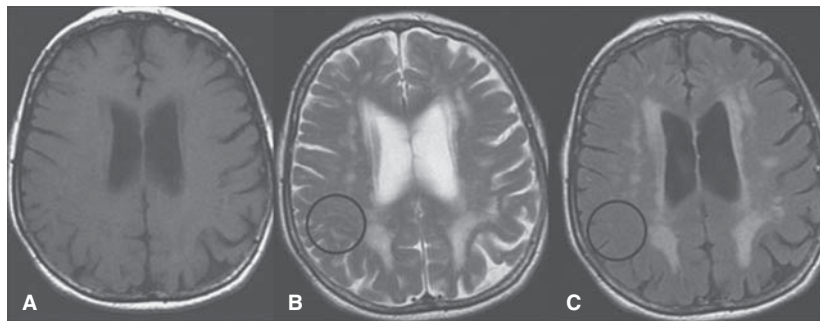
Cambios de la sustancia blanca relacionados con la edad. Persona de 80 años sin antecedentes de enfermedad hipertensiva. RM en secuencias. A) Eco de espín con información T1. B) Eco de espín con información T2 y C) FLAIR con información T2. Imágenes de alta señal en secuencias con información T2 periventriculares y subcorticales en ambos hemisferios. Prominencia de espacios perivascularales de Virchow-Robin. Imágenes lineares y puntiformes que brillan únicamente en la secuencia eco de espín (B) y no en la imagen FLAIR (C), véase círculo.
